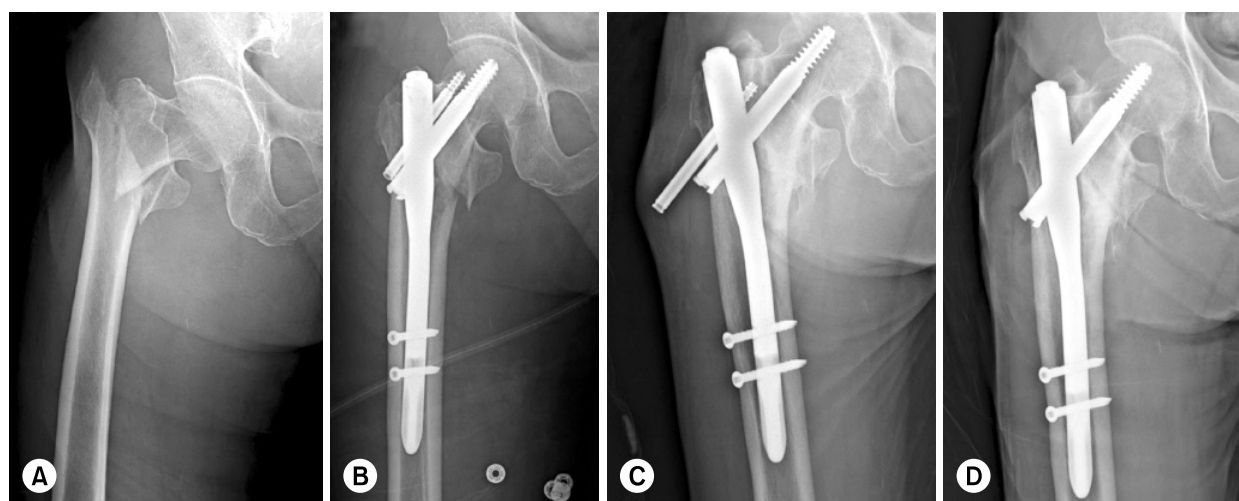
(A) 89 year old female patient presented with intertrochanteric fracture as AO/ASIF classification A2.1. (B) Postoperative radiograph shows closed reduction and intramedullary fixation using PFN. (C) Radiograph taken 9 months later shows more migration of hip pin but union was obtained. (D) So we performed removal of hip pin.
